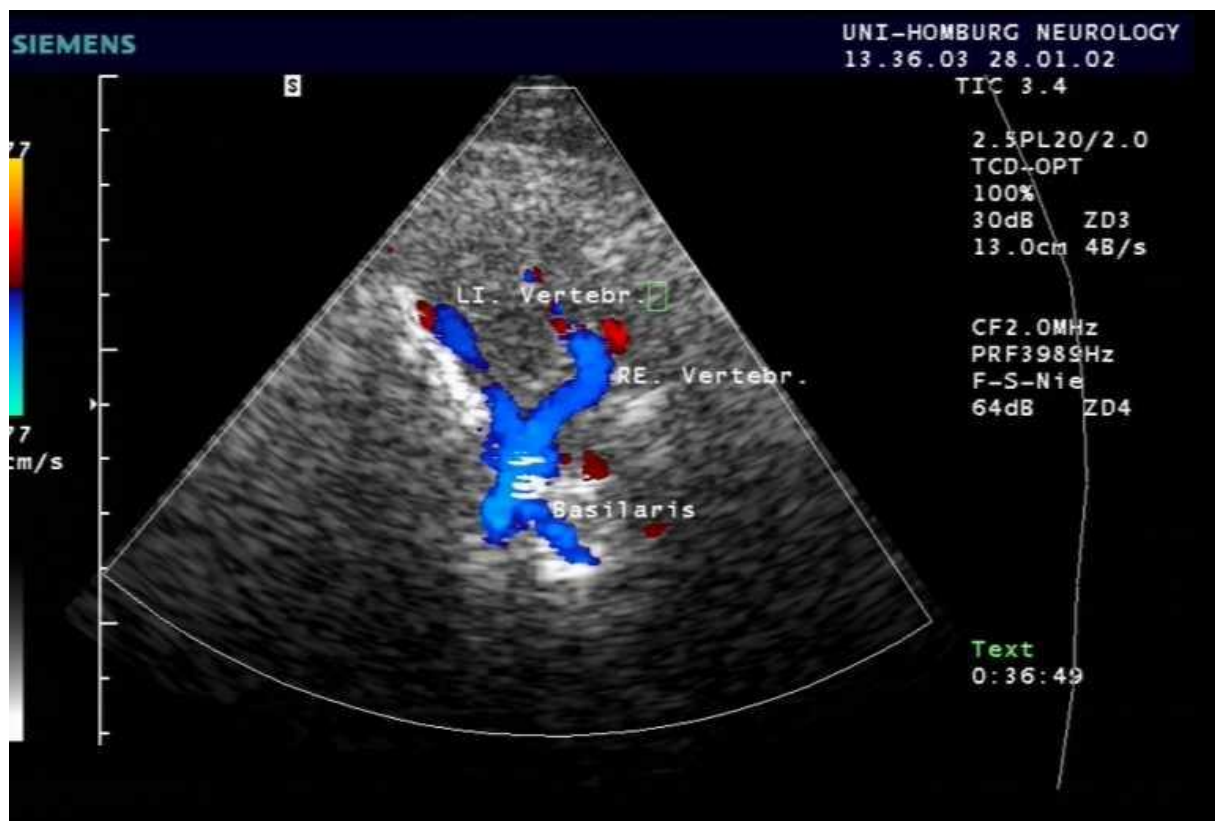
Transnuchale Beschallung der intrakraniellen Anteile der Aa. vertebrales (V4), des Confluens basilaris sowie der A. basilaris mittels Duplexsonographie (Freundliche Überlassung durch Prof. Dr. med. S. Behnke, Neurologische Universitätsklinik Homburg/Saar, Ultraschall-Labor)
